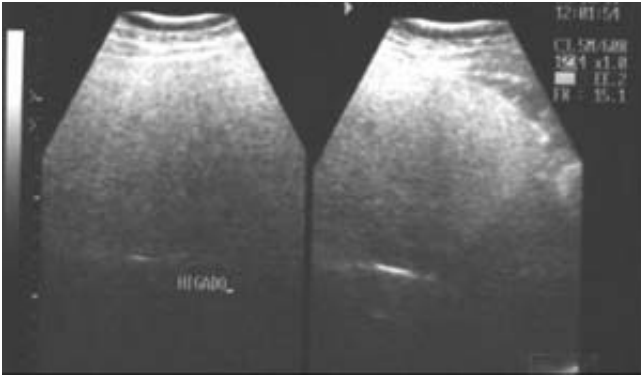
Aspecto ultrasonográfico de un paciente con hígado graso no alcohólico; se aprecia aumento discreto de volumen y brillantez de la glándula hepática.
